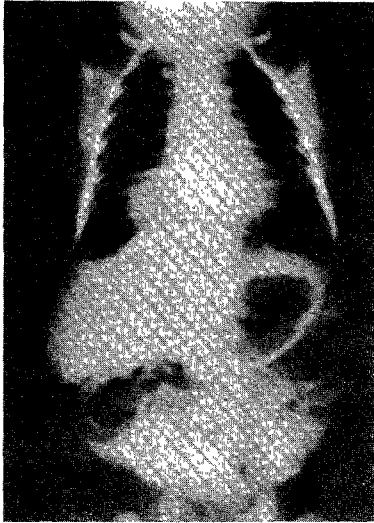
Simple chest & abdomen X-ray AP view showed round mass shadow in RMLF & RLLF.
